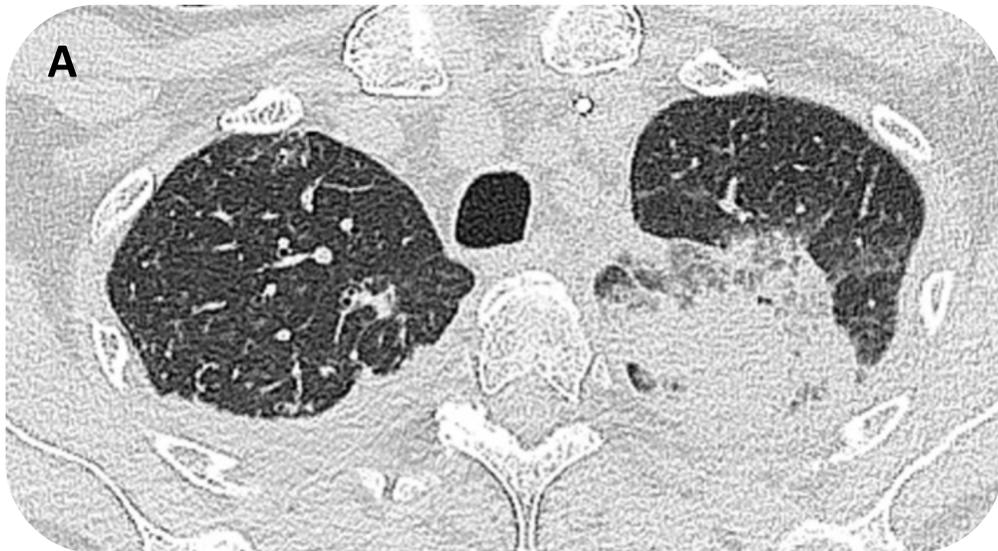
Aspergilosis angioinvasiva en paciente de 52 años trasplantado de médula ósea. Cortes axiales de TC de tórax en ventana de pulmón, observando múltiples opacidades consolidativas periféricas, algunas de ellas de morfología triangular, asociadas a un halo de aumento de densidad en vidrio deslustrado (signo del halo).*
